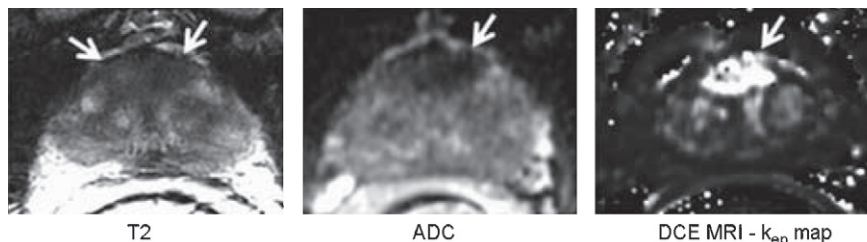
Évaluation de l'apport diagnostique de l'IRM dans la sélection des patients candidats à la surveillance active.
